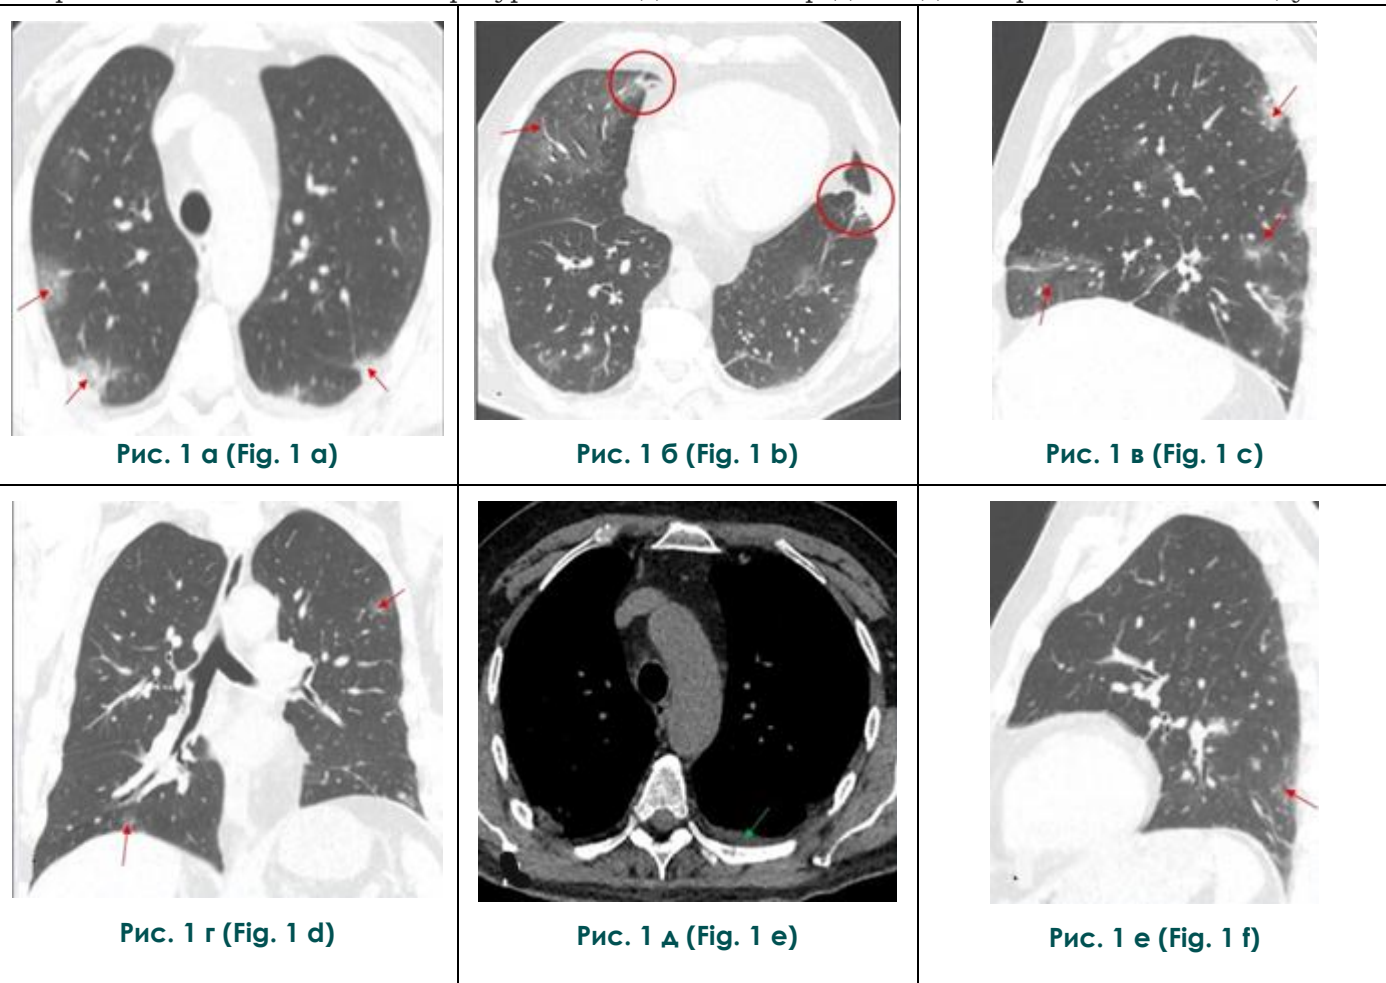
КТ ОГК №1 (от 16.04.2020 г.) в аксиальной (а, б, д), сагиттальной (в, е) и фронтальной (г) плоскостях в легочном (а, б, в, г, е) и мягкотканном (д) окнах.
